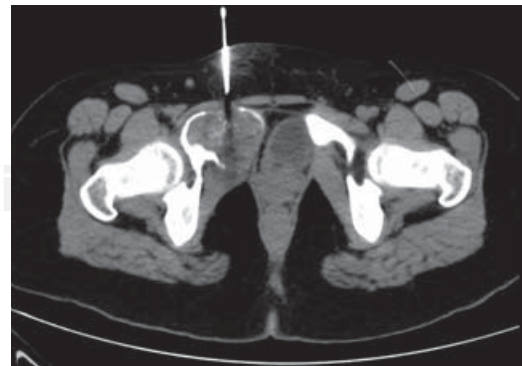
Tomografía axial computarizada en plano axial para la toma de biopsia de la lesión isquiática con aguja de Jamshidi.
